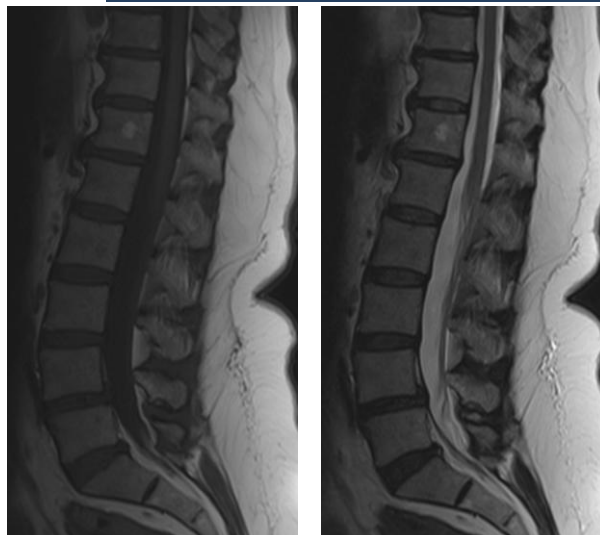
RM en T1 y T2 de columna lumbar con la presencia de un hemangioma en cuerpo vertebral de D12.
